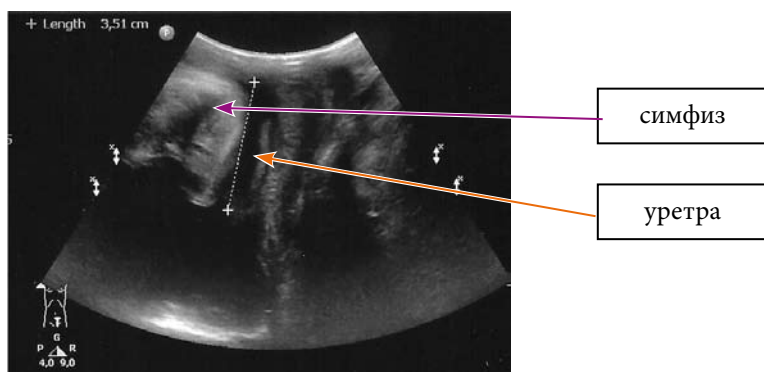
Статическое УЗИ тазового дна – длина уретры у девочек.
